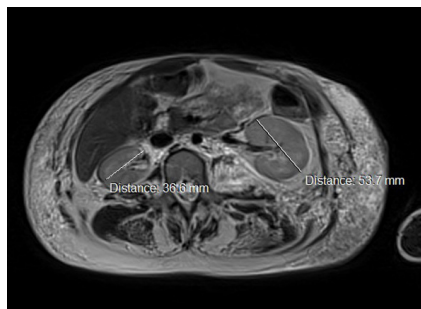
Дівчинка Р., 8 років, CLOVES синдром. МРТ органів черевної порожнини в режимі Т2, аксіальна проекція, кістозні ЛМ підшкірної клітковини і заочеревинного простору. Нирки різних розмірів.
